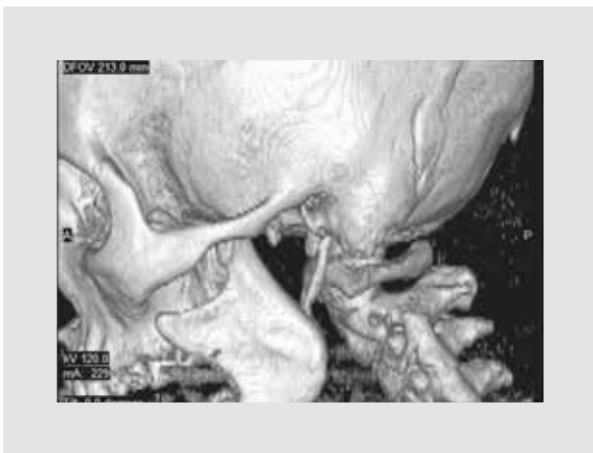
Vista lateral izquierda de tomografía con reconstrucción 3D donde se aprecia elongación de la apófisis estiloidea.*
